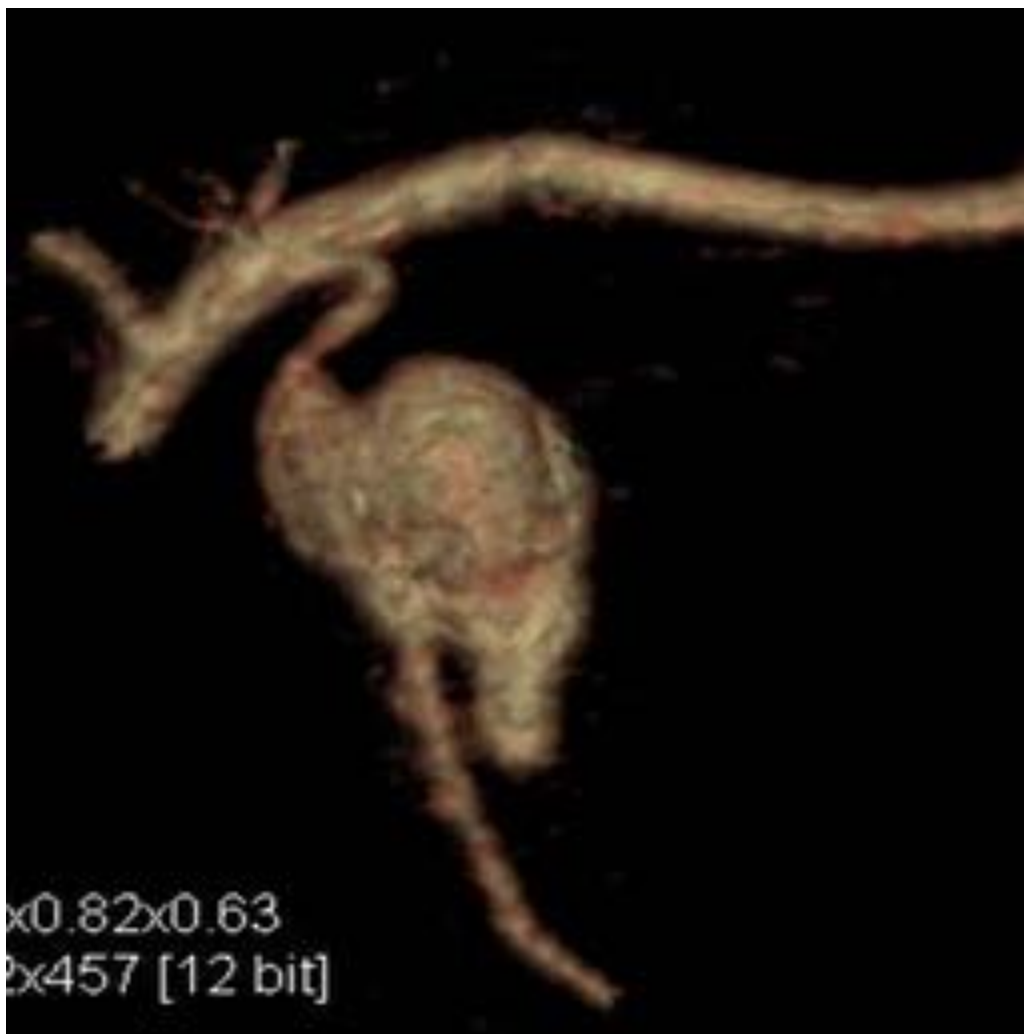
TC: Reconstrucción VR. Seudoaneurisma dependiente de arteria mamaria interna izquierda.
